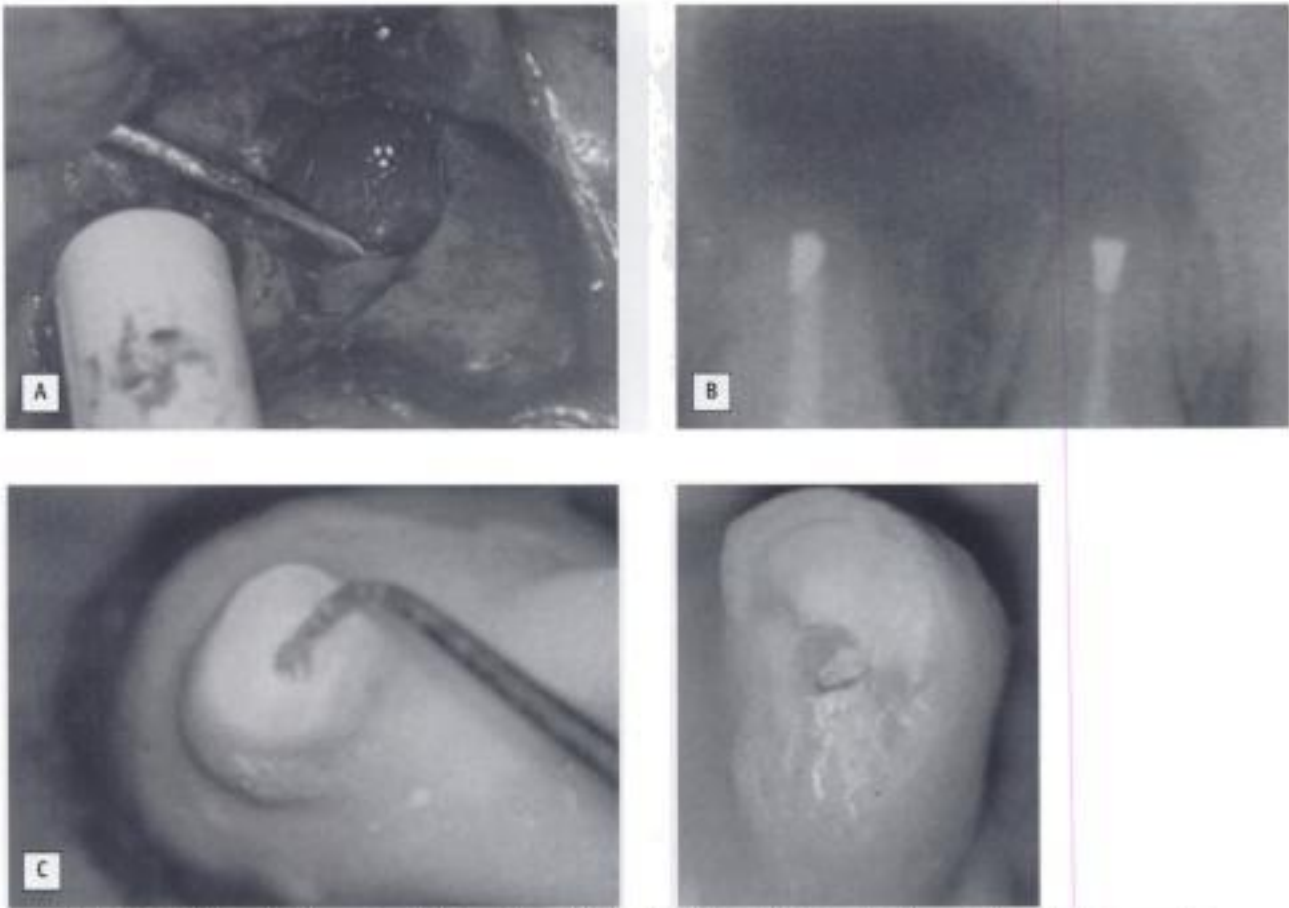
Utilización de puntas de ultrasonidos. A) Aplicación clínica. B) Imagen de relleno de las cavidades preparadas. C) Cavidades preparadas *in vitro* con puntas diamantadas.
